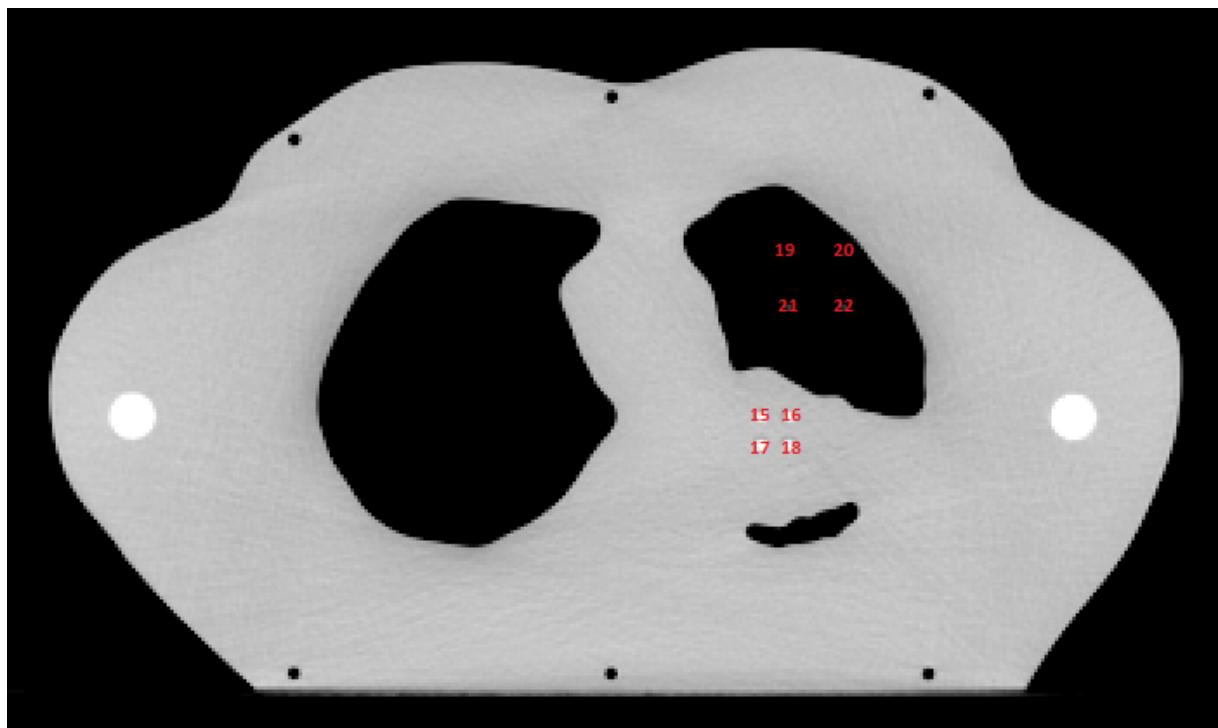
Dosimeterposisjoner CT-snitt 5 i lungefantomet.
